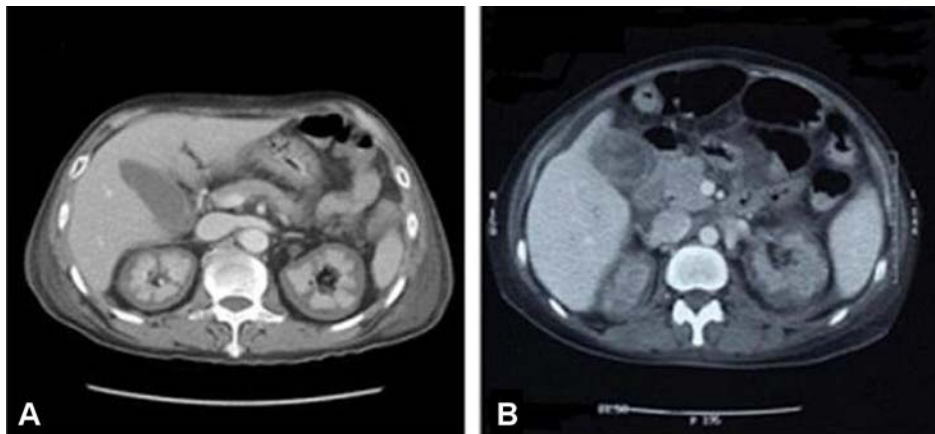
Contrast-enhanced computerized tomographic scans of abdomen and pelvis. Characteristic finding of nonenhancement of renal cortex with preserved enhancement of subcapsular rim and medulla is seen. (A) Patient 1; (B) Patient 2.
